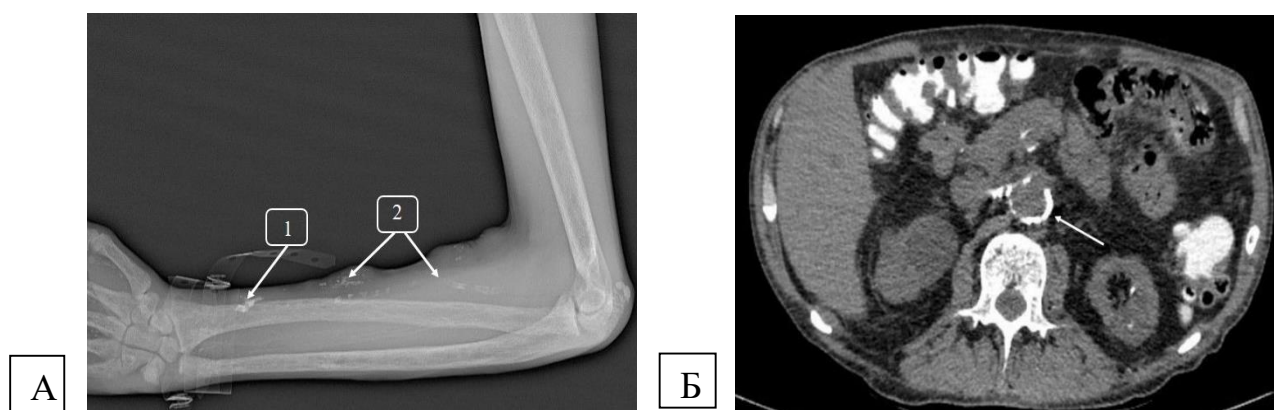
А* – рентгенограмма левого локтевого сустава; *Б* – томограмма брюшной полости (аксиальный срез). (Больной М., 71 год, и/б №57251.)
